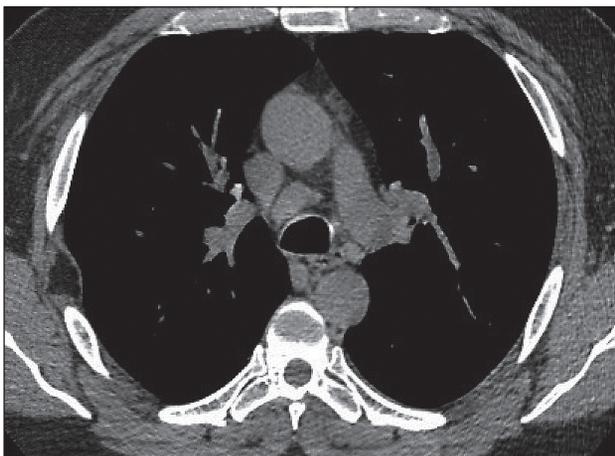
КТ органов грудной клетки. Увеличенные лимфатические узлы средостения паратрахеальной группы
